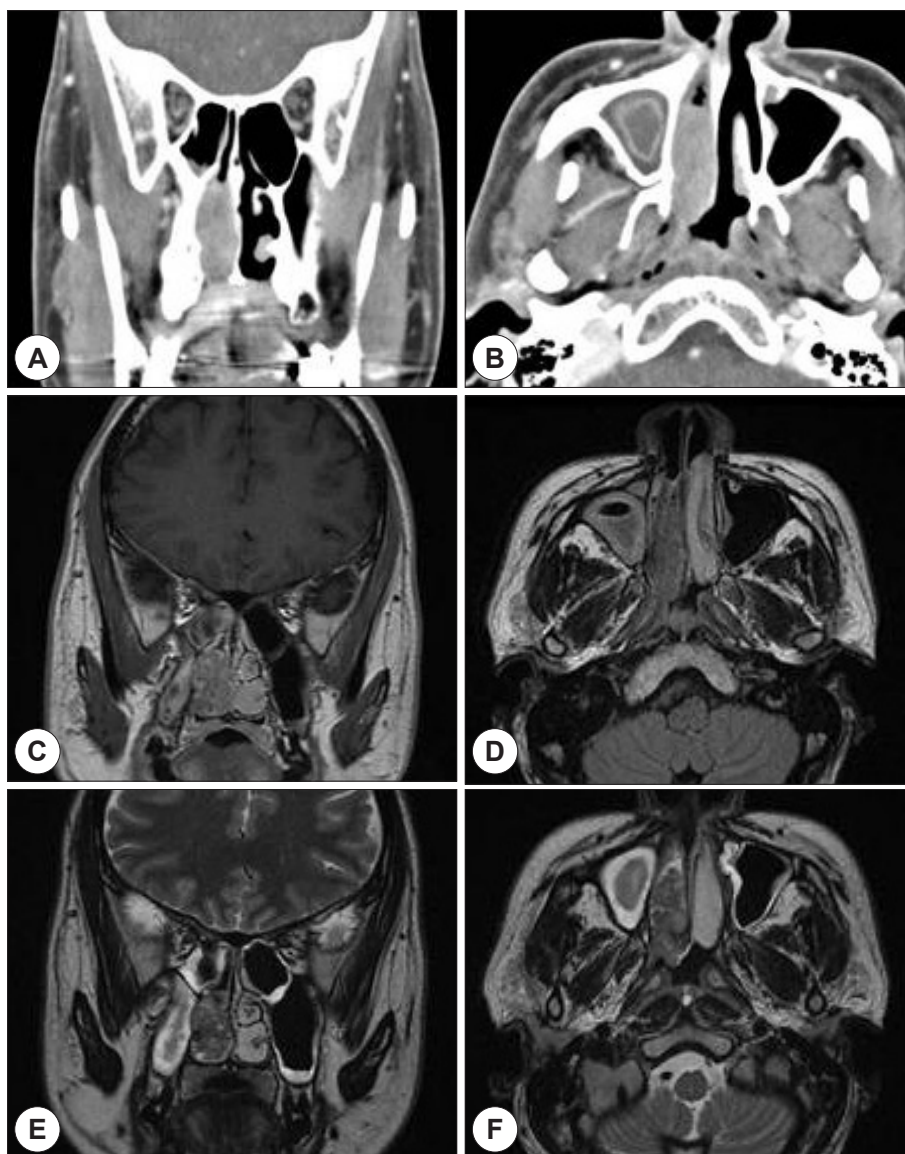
The image of facial CT demonstrate mass like lesion occupying right nasal cavity. There is no invasion into sinuses and bony erosions (A, B). T1-weighted MRI shows inhomogenous mass without invasion to adjacent structures (C, D). The mass attached to inferior turbinate shows lower signal intensity than muscular structures on T2-weighted image (E, F).
